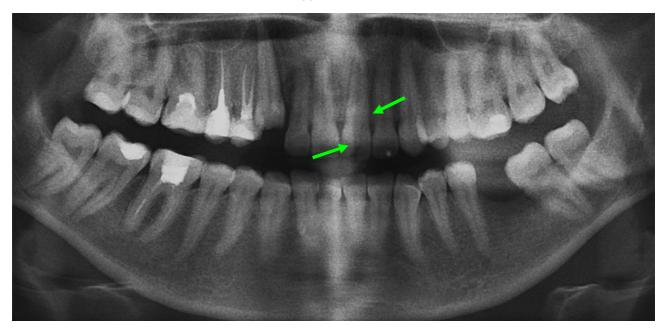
Больная А. Ортопантомограмма при обращении (стрелкой показана линии перелома коронковой части и ½ корня 21 зуба
